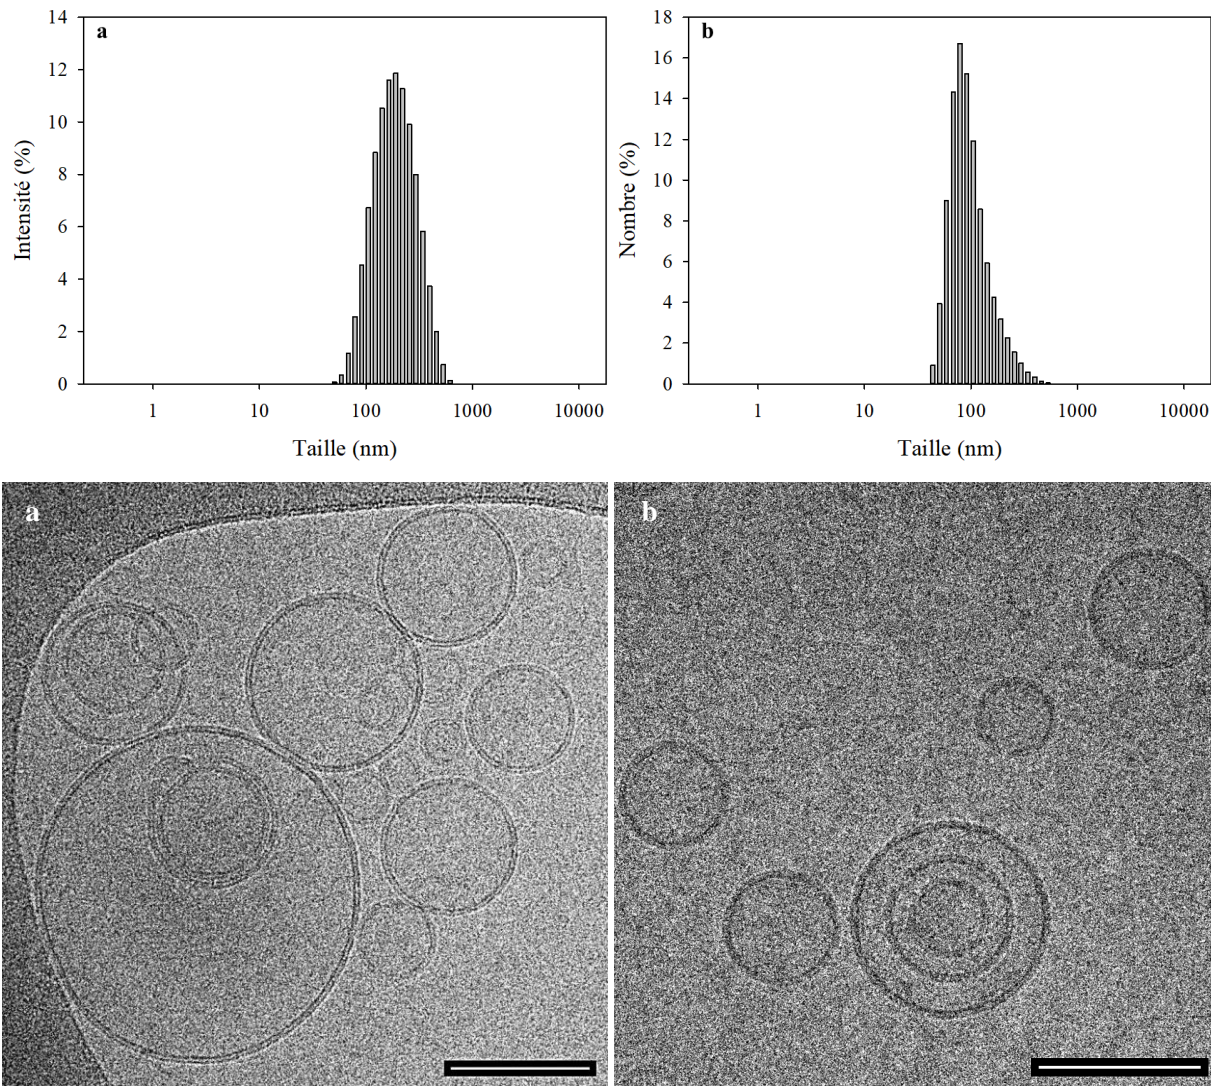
(*haut*) Distribution des tailles des SUVs-AP₁ en a) intensité et b) en nombre mesurée par DLS. (*bas*) Comparaison entre a) les SUVs-biot₁ et les b) SUVs-AP₁ observées en cryo-TEM. Barre d'échelle = 100 nm.
